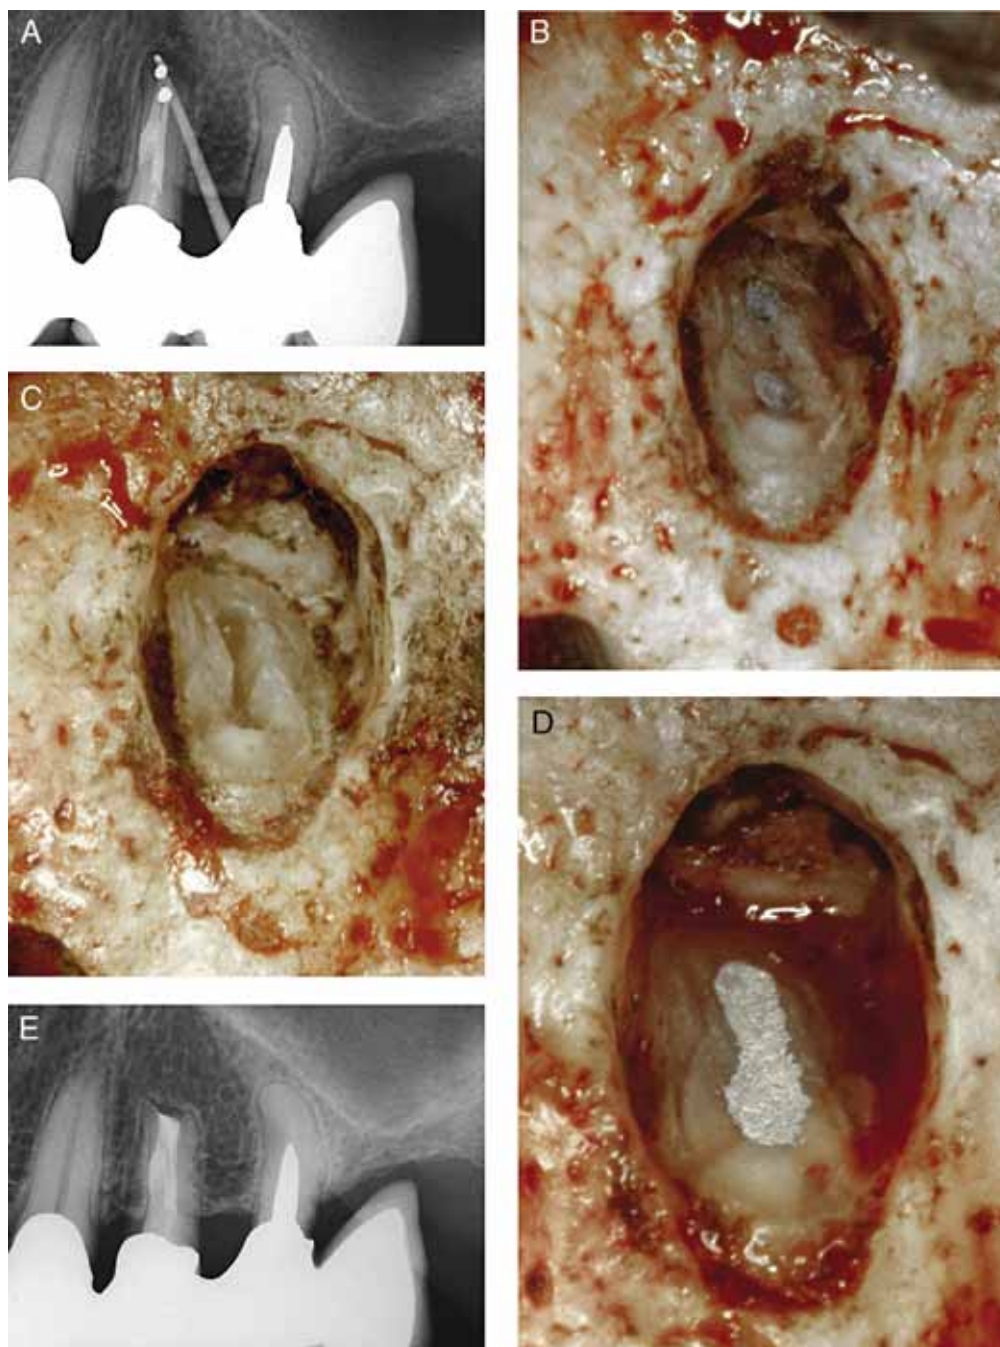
Il dente è stato trattato con apicectomia e obturazione retrograda alcuni anni prima. Le cavità retrograde erano state eseguite con la fresa senza interessare l'istmo. È presente una fistola. A. Radiografia pre-operatoria con un cono di guttaperca nel tragitto fistoloso. B. Si vedono le due obturazioni separate in amalgama. C. Le amalgame sono state rimosse e le cavità retrograde sono state unite con la preparazione dell'istmo. D. L'obturazione della cavità retrograda comprende i due canali e l'istmo. E. Radiografia di controllo dopo due anni. È evidente la completa guarigione.
